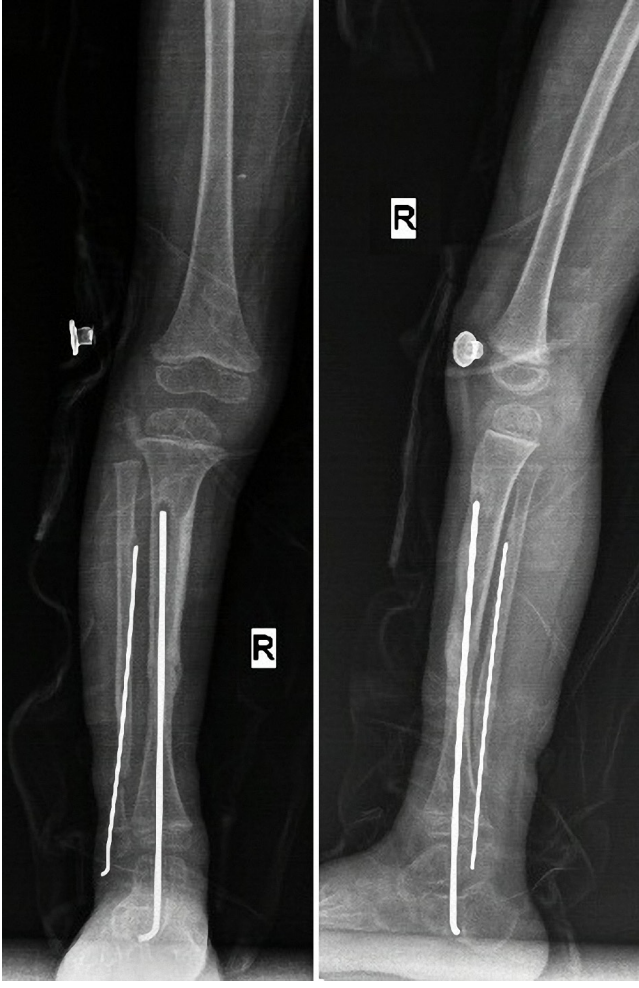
Olgunun ameliyat öncesi ön-arka ve yan grafisi.
